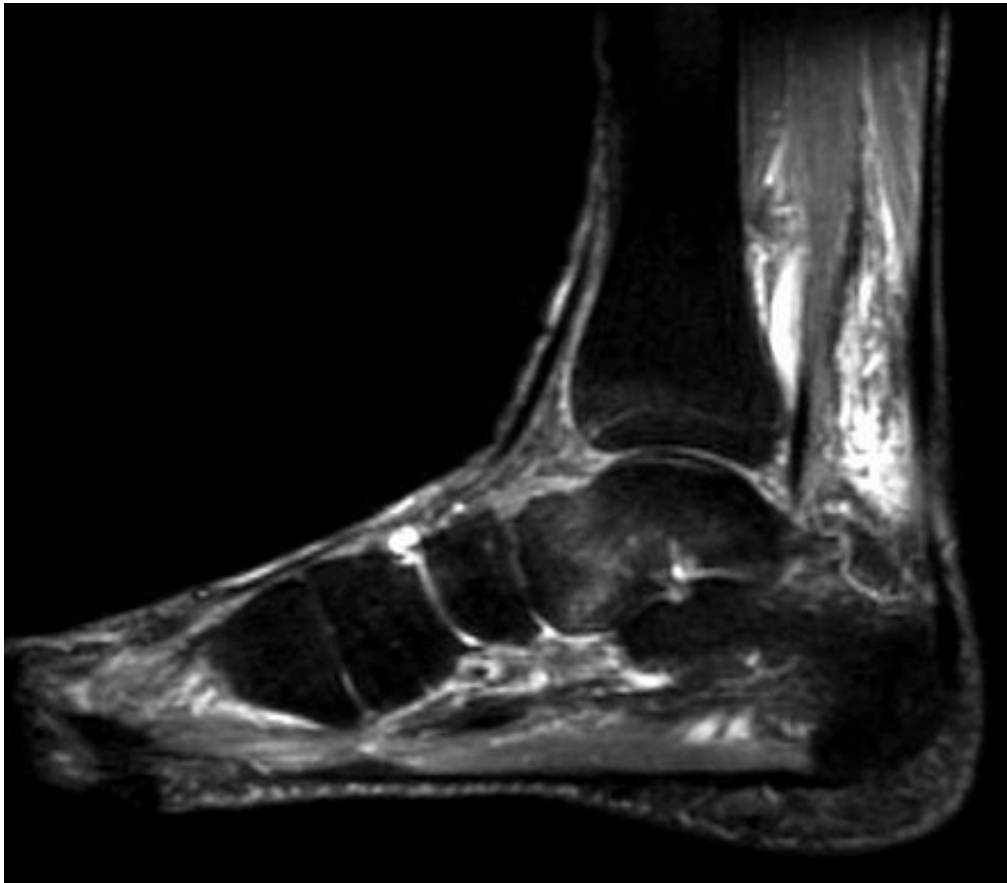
MRT Aufnahme in der 6-Monats-Kontrolle: weiterhin rückläufiges Talusödem.
